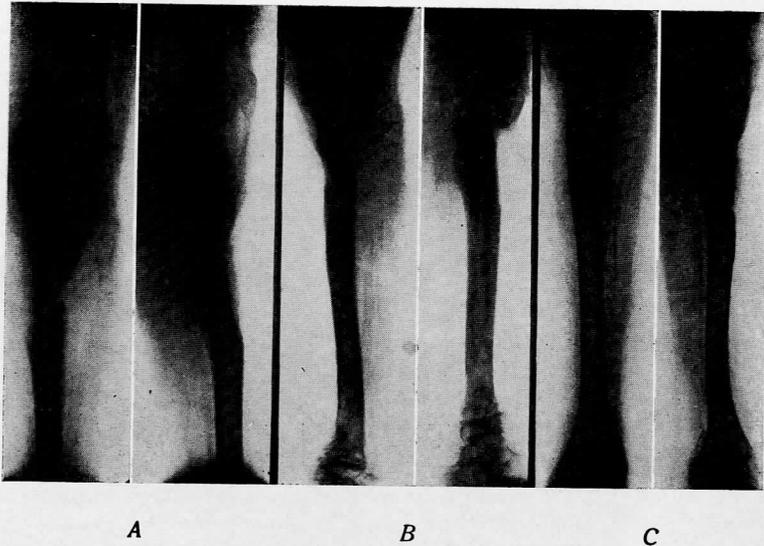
Radiografías correspondientes al caso IX: A, pseudoartrosis supurada con necrosis ósea focal y falta del peroné secuestrado; B, aspecto después de la limpieza focal y perfusión-aspiración continua de antibióticos en el canal medular; C, reconstrucción diafisaria después de tres injertos subperiósticos de díploe ilíaco.
